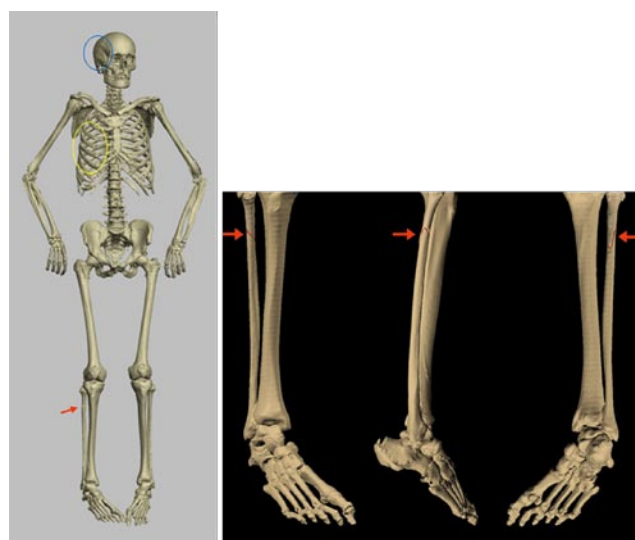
3D-Modell des Knochenbaus des Verstorbenen, erstellt aus den CT-Schichtbildern. Der Verstorbene weist eine Schädelfraktur rechts hinten (blauer Kreis), zahlreiche Rippenfrakturen rechtsseitig (gelbe Ellipse) und einen Bruch des rechten Wadenbeins (roter Pfeil) auf. Am Modell des Wadenbeins wurden die Frakturlinien mit roter Farbe verstärkt, um sie deutlich darzustellen.
